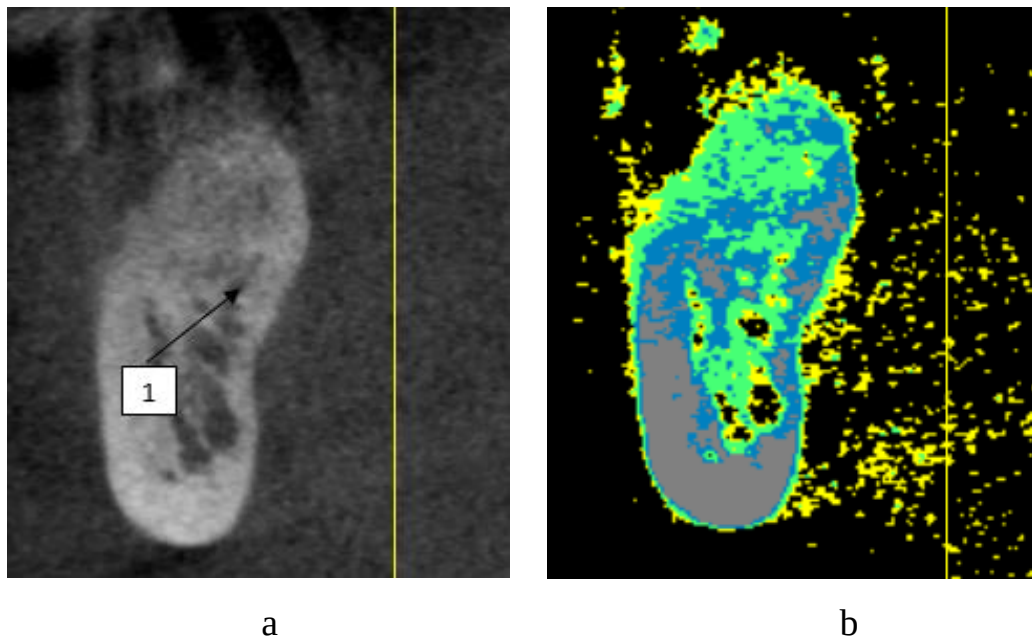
Хворий С. Дані комп'ютерної томографії, трансверзальна реконструкція нижньої щелепи в ділянці її тіла (усунення вестибулоорального типу атрофії): а – в режимі gray, б – в режимі псевдоколірності (1- зона контакту матеріалу та донорського ложа інтактної кістки).
